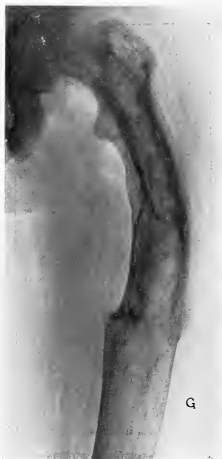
Radiographie du fémur gauche après ostéotomie cunéiforme, correctrice. Consolidation.
